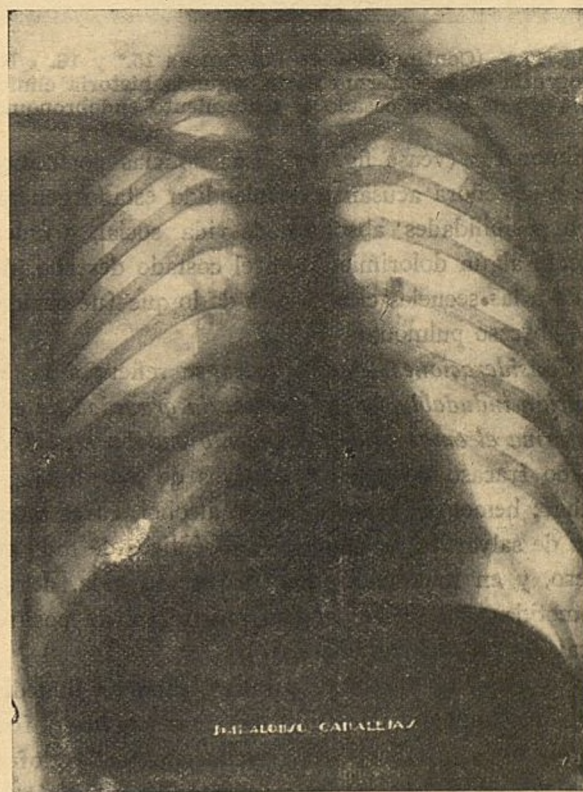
^a—(Continuación de la fig. 15.^a) Radiografía de la enferma de la segunda historia clínica a los tres meses de iniciado el tratamiento endobronquial.
